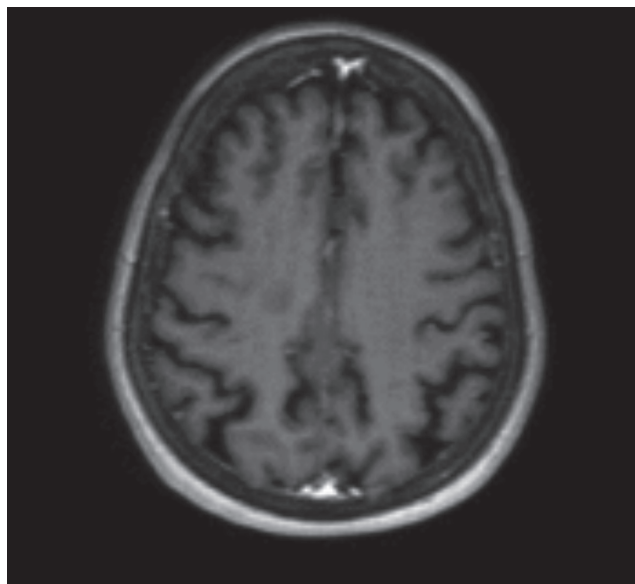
Risonanza magnetica (RM) cerebrale (giugno 2017).
